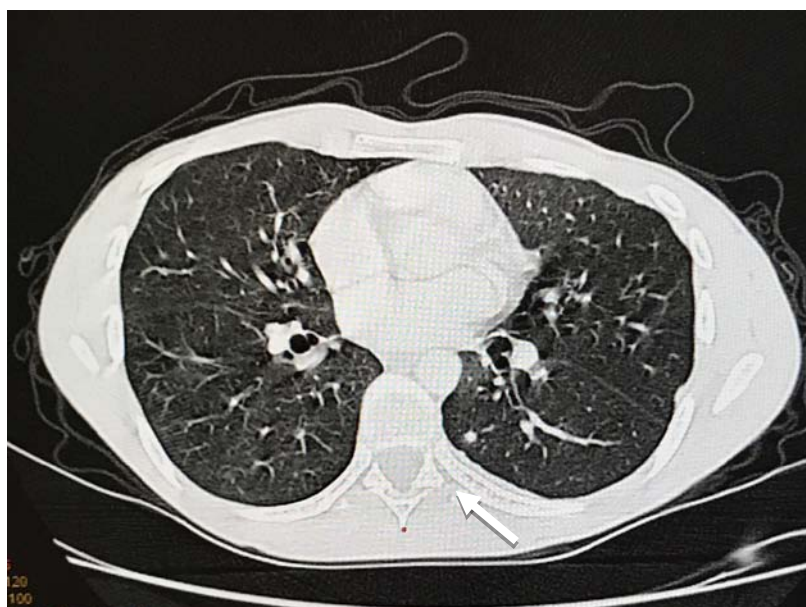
TDM TAP à l'étage thoracique, en fenêtre parenchymateuse montrant un nodule pulmonaire suspect (flèche) chez un patient suivi pour cancer du rectum
